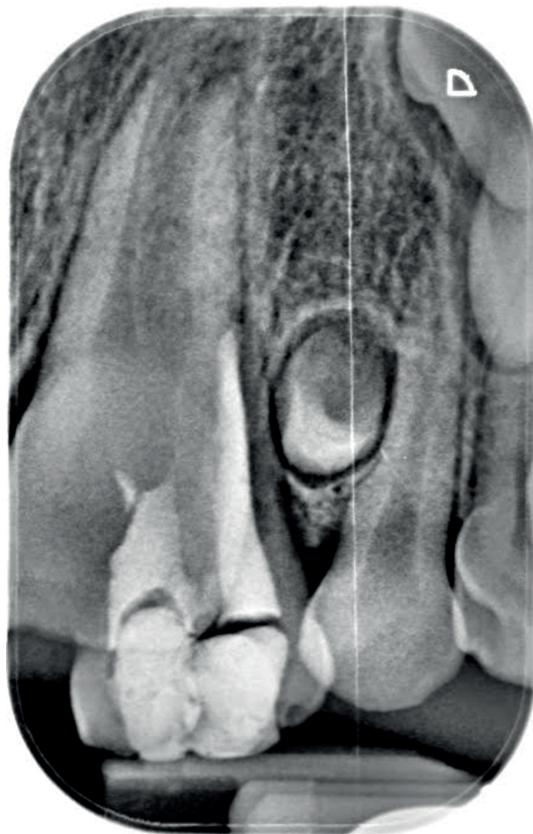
Periapical radiograph of 61-62.
